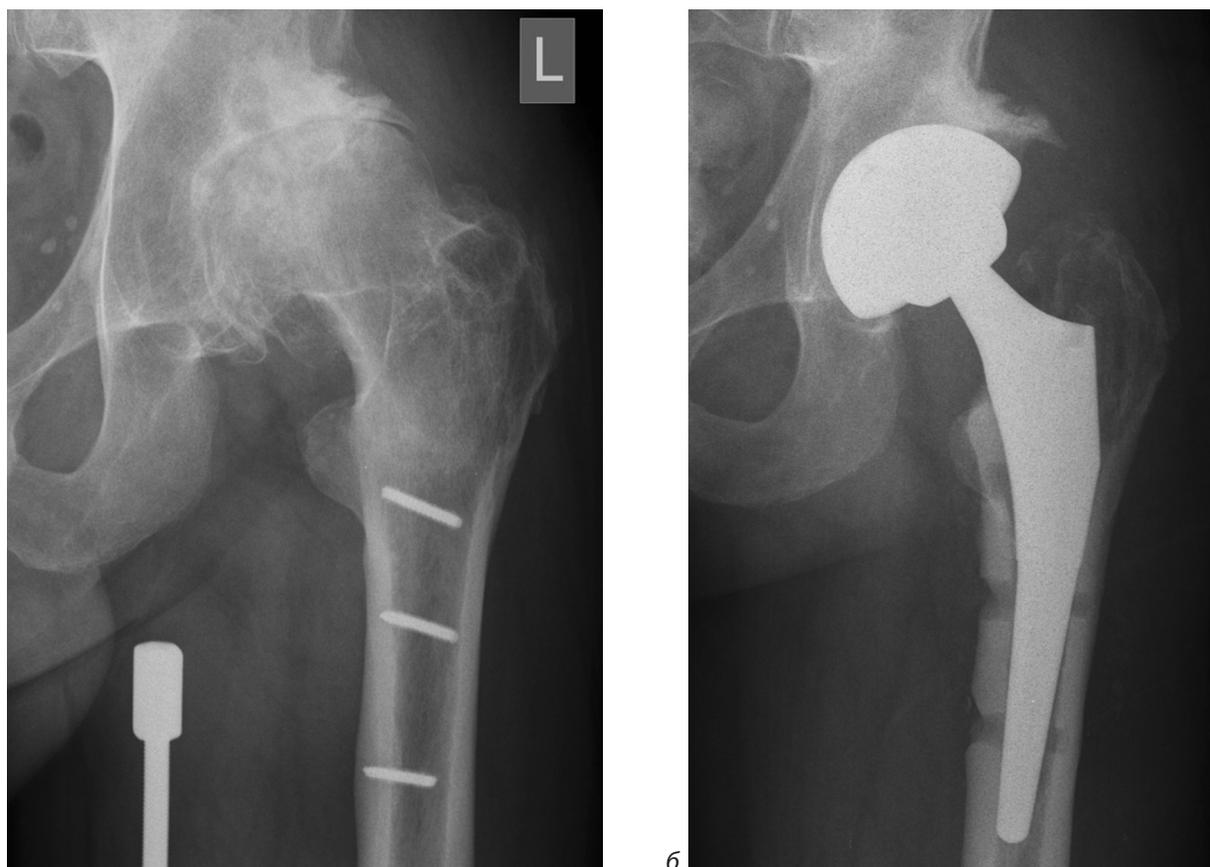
Рентгенограмма тазобедренного сустава пациента А. до (а) и после (б) тотального эндопротезирования тазобедренного сустава с удалением сломанных винтов из диафиза бедренной кости
